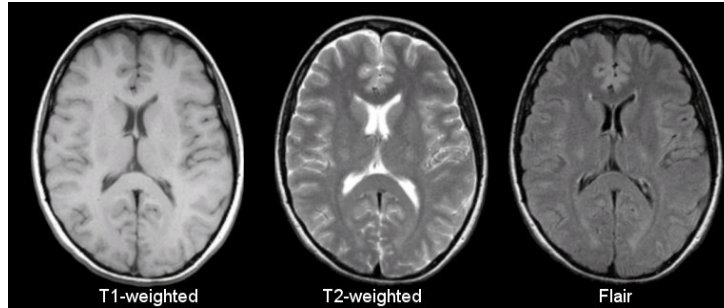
Um exemplo das principais sequências de imagens de ressonância magnética (Fonte: [15]).
